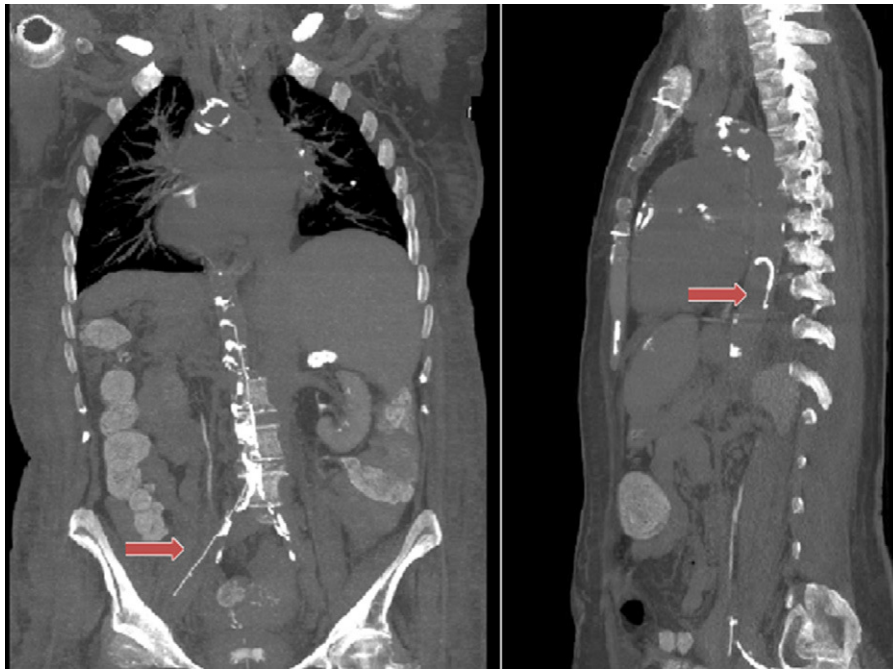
Angio-TC anteroposterior y lateral de guía metálica hasta la aorta torácica.
